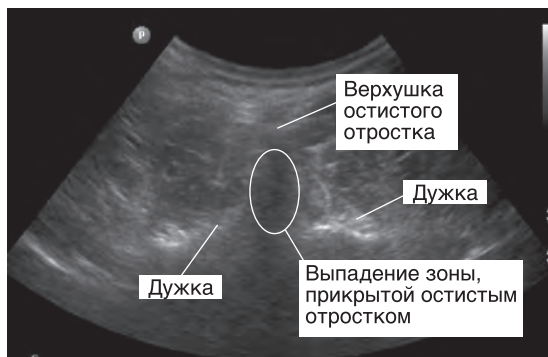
УЗИ поясничного отдела позвоночника. «Выпадение» ниже остистого отростка обусловлена неспособностью УЗ волн пройти через кость. Дужки четко идентифицируются как яркие гиперэхогенные зоны
